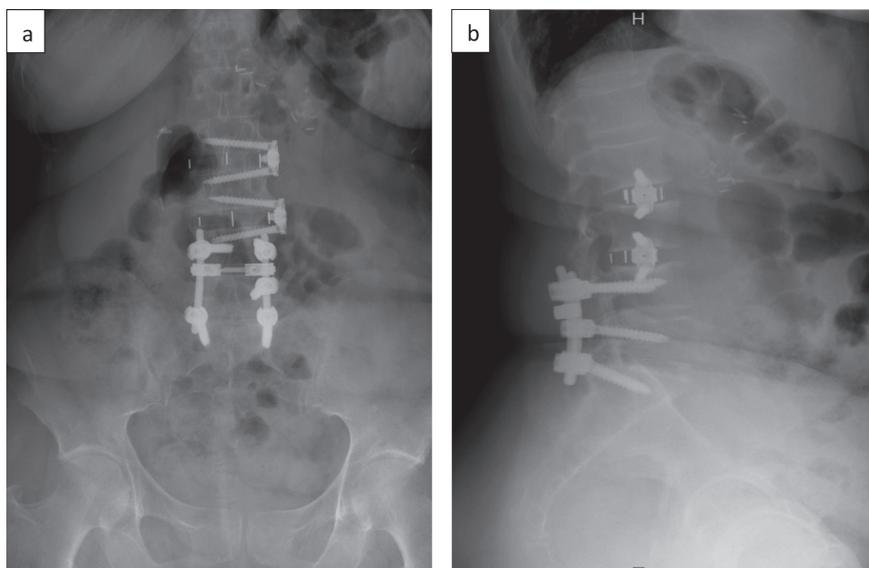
Radiografía simple de columna lumbar en proyecciones anteroposterior (a) y lateral (b). Se observa artrodesis lumbar L4-S1 por vía posterior tradicional y L2-L3 y L3-L4 por vía lateral izquierda.
